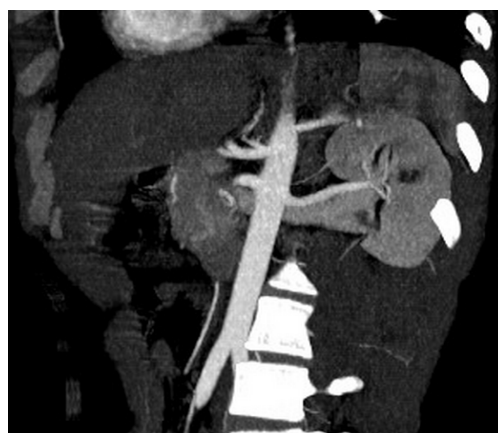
Angio-uro-TDM montrant une double artère rénale gauche
